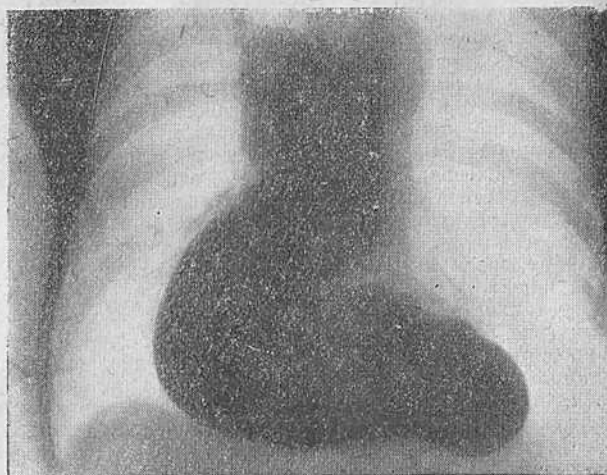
Больной Г. Ахалазия кардии II типа. Рентгенограммы пищевода. Прямая проекция.
